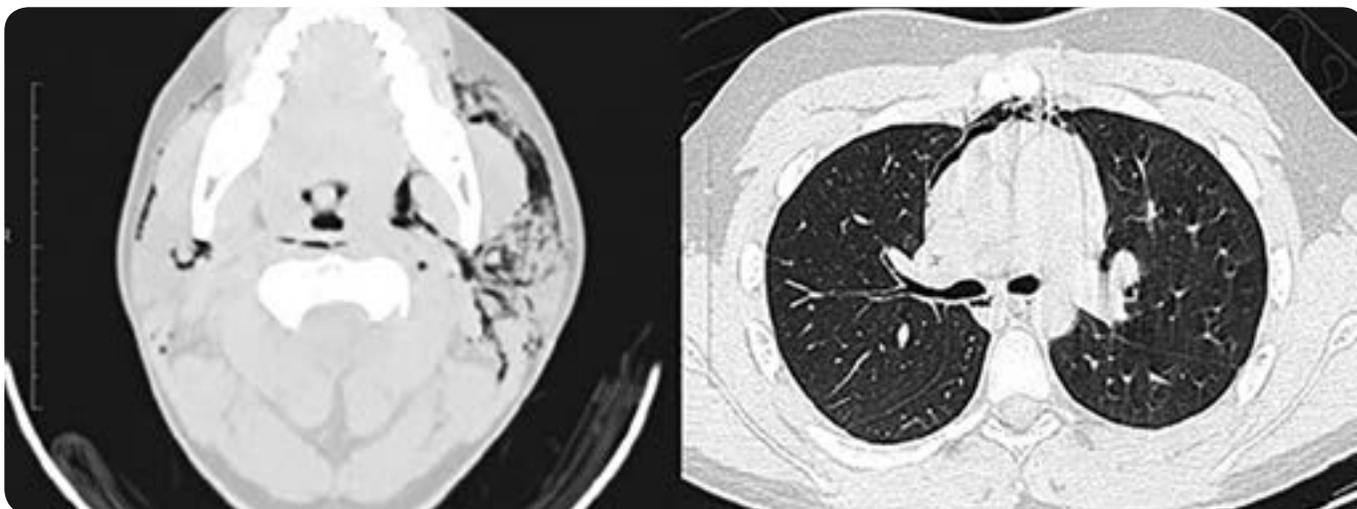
Paciente de 14 años con neumocela parotídeo y neumomediastino asociado. Cortes axiales de TC de cuello y tórax: se observa enfisema subcutáneo y aire que diseca los espacios parotídeos, parafaríngeo, faríngeo mucoso y prevertebral, además de aire en mediastino anterior y medio.
